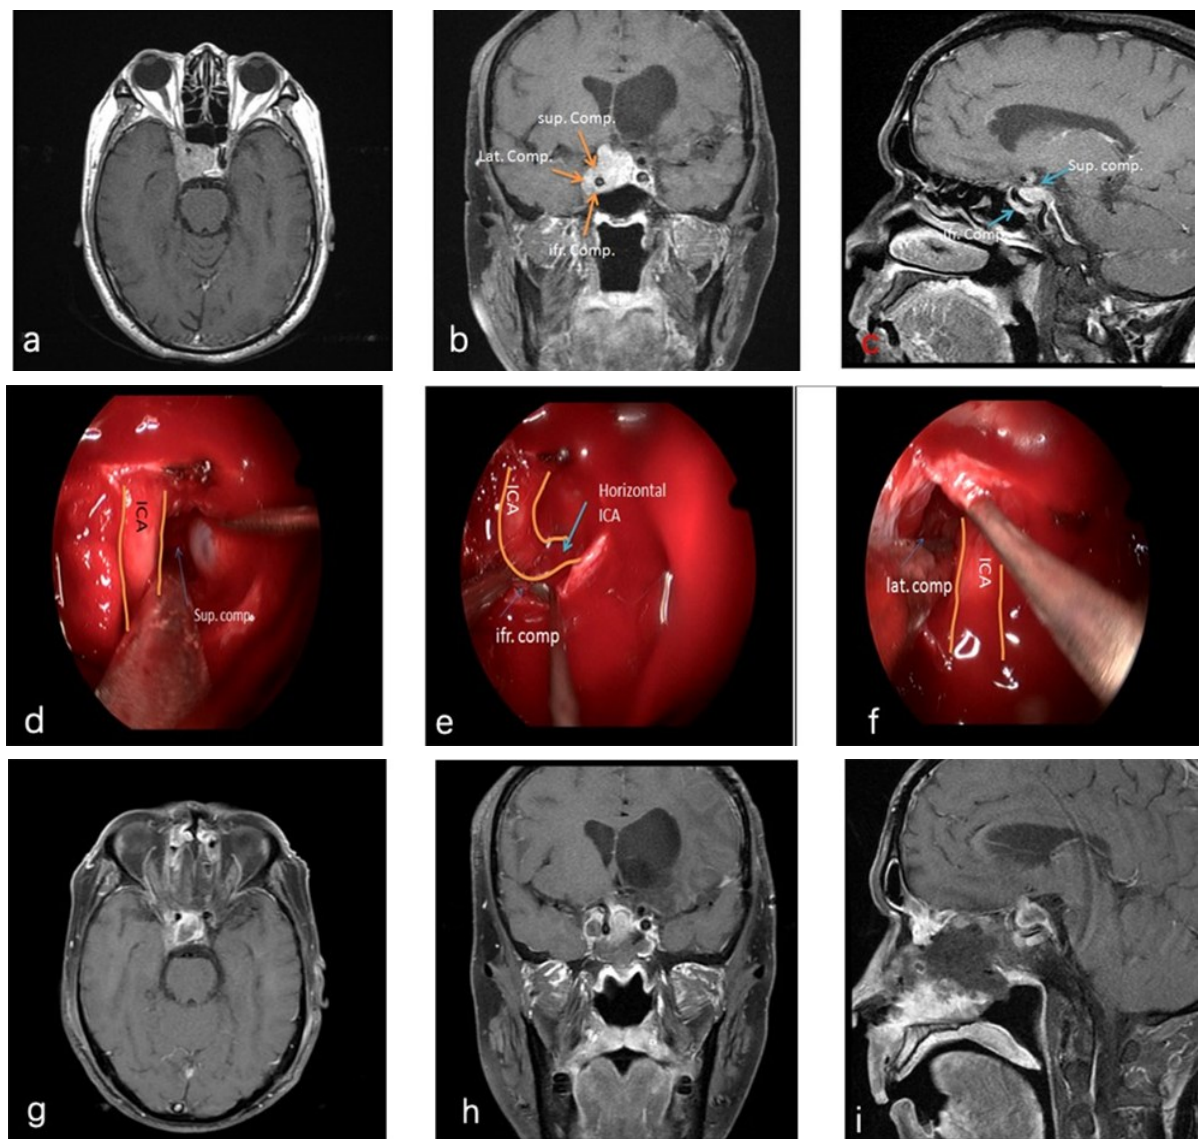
侵袭海绵窦垂体腺瘤手术前后MRI表现及术中神经内镜下所见
